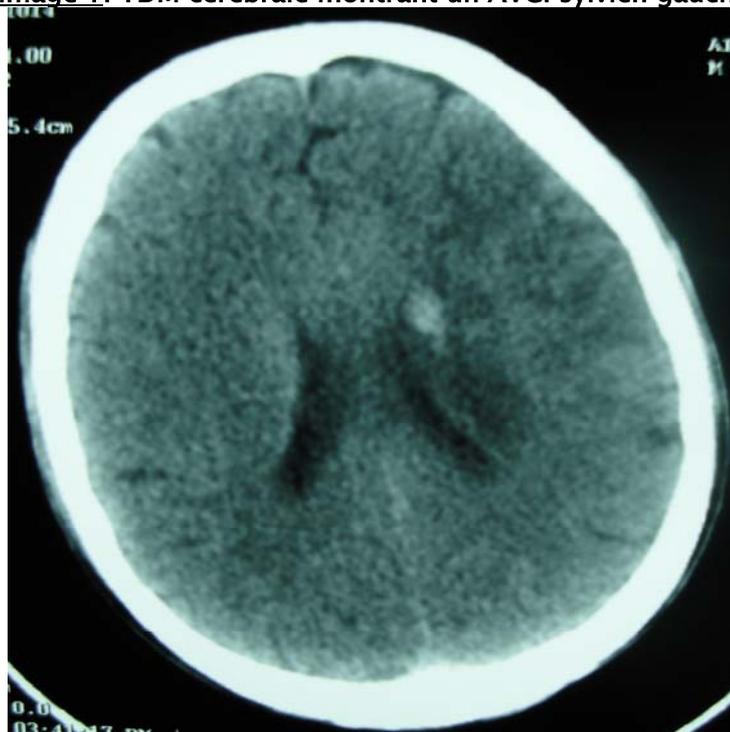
TDM cérébrale montrant un AVCi sylvien gauche étendu avec infarctus hémorragique
